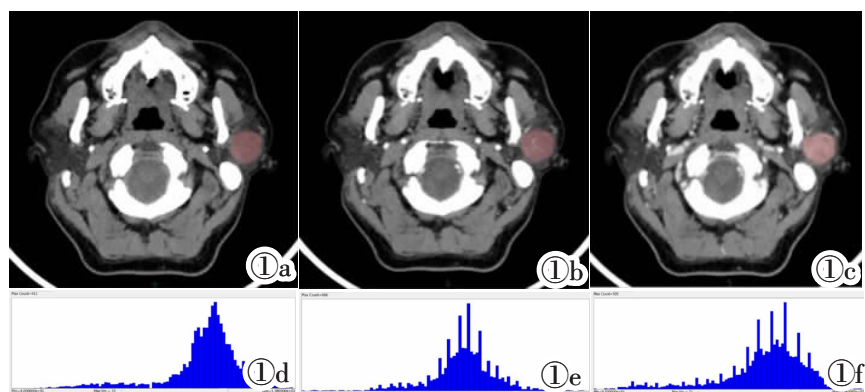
女,45 岁,左侧腮腺 PA。图 1a:轴位勾画 ROI 平扫 CT 图像;图 1b:轴位勾画 ROI 动脉期 CT 图像;图 1c:轴位勾画 ROI 静脉期 CT 图像;图 1d:平扫 CT 图像 ROI 生成的直方图;图 1e:动脉期 CT 图像 ROI 生成的直方图;图 1f:静脉期 CT 图像 ROI 生成的直方图。
